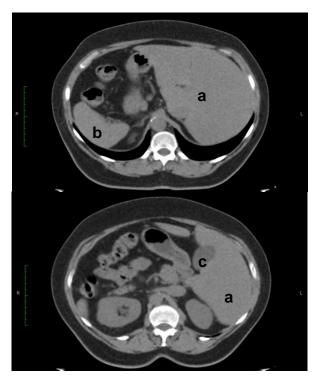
Tomografía Computarizada Abdominal: a) Hígado; b) Bazo; c) Vesicula biliar.
